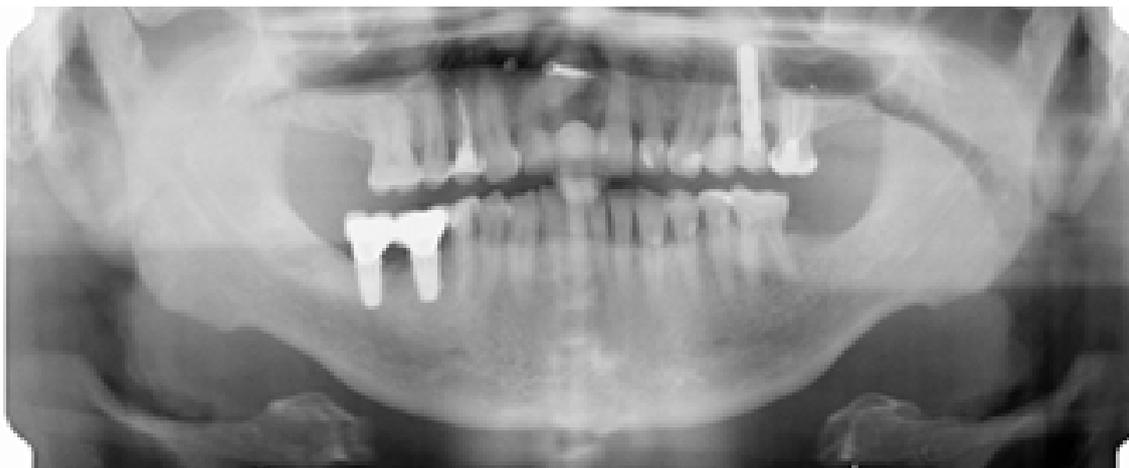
Panoramic radiograph at delivery of the definitive prosthesis.*
